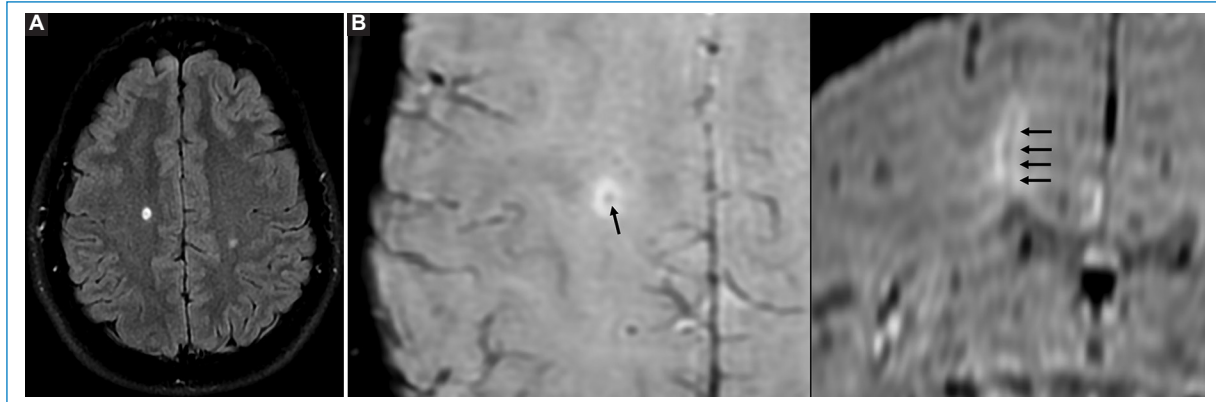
Signo de la vena central en los planos axial y coronal (RM 1,5 T). Paciente con historia de cefalea migrañosa (síndrome radiológico aislado). La imagen FLAIR en el plano axial (A) muestra dos lesiones hiperintensas, de sustancia blanca, a nivel subcortical. En la secuencia SWI (B), la lesión del lado derecho presenta una imagen central, puntiforme, hipointensa (flechas), que en el plano coronal es lineal y atraviesa la totalidad de la lesión en su eje central.
